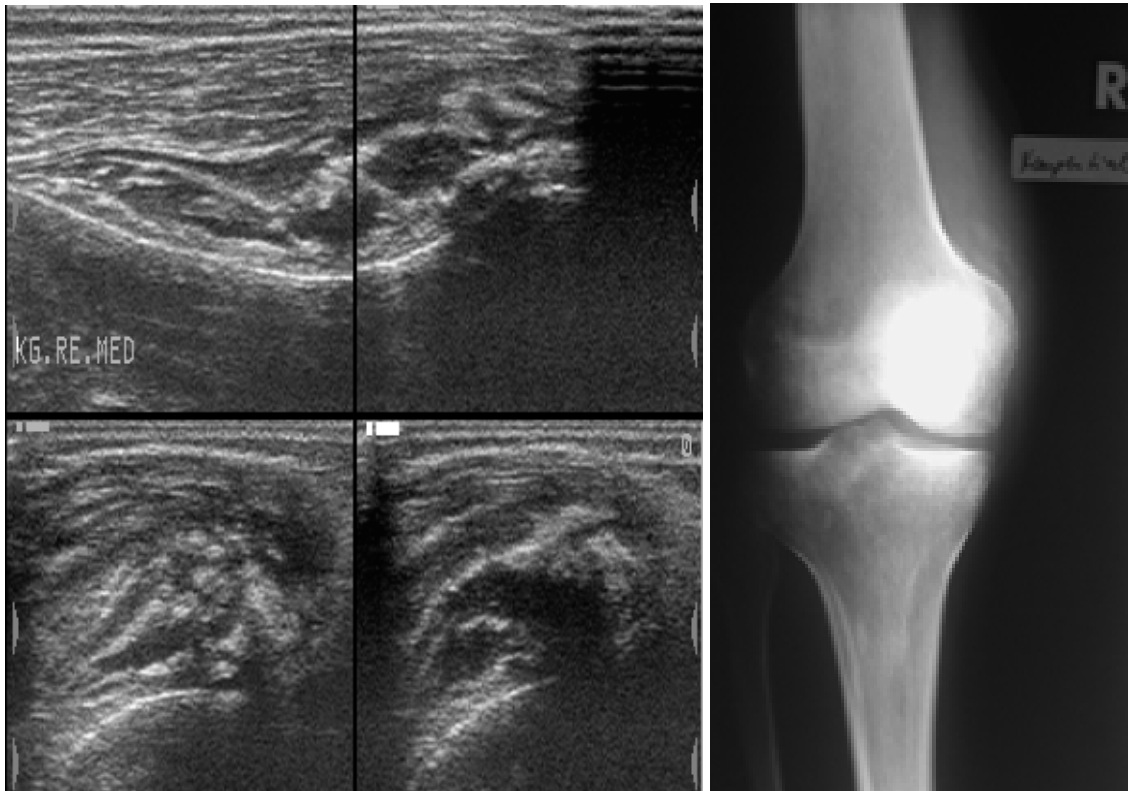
(links): Longitudinales (oben) und transversales (unten) Sonogramm des M. vastus medialis rechts eines 35jährigen Patienten am 64. Tag nach Subarachnoidalblutung, Darstellung echoreicher Reflexe und Schallschatten, beginnenden Ossifikationen entsprechend
